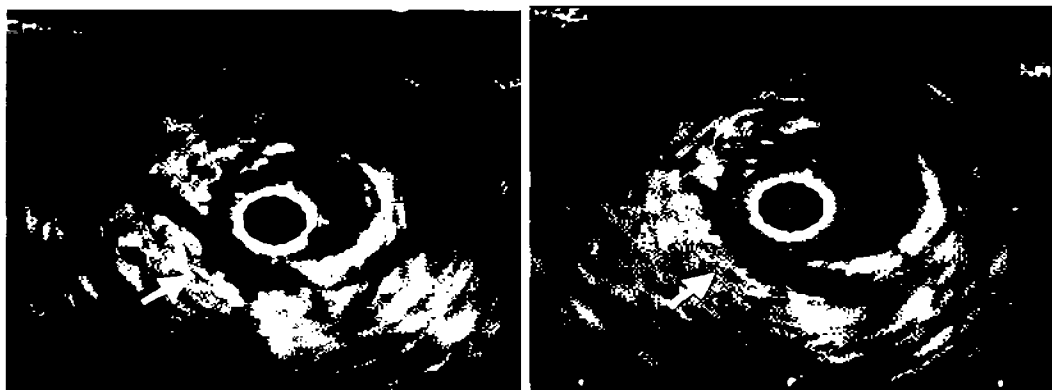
ВСУЗИ. Феномен «полумесяца».
